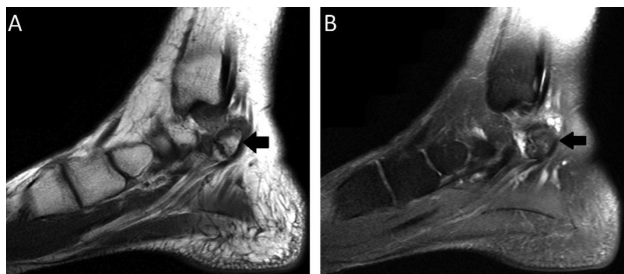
RM do tornozelo direito da paciente no corte sagital na sequência T1 em A e na sequência T2 FAT SAT em B demonstrando coalizão talo-calcânea com *Os sustentaculum* (setas pretas).
